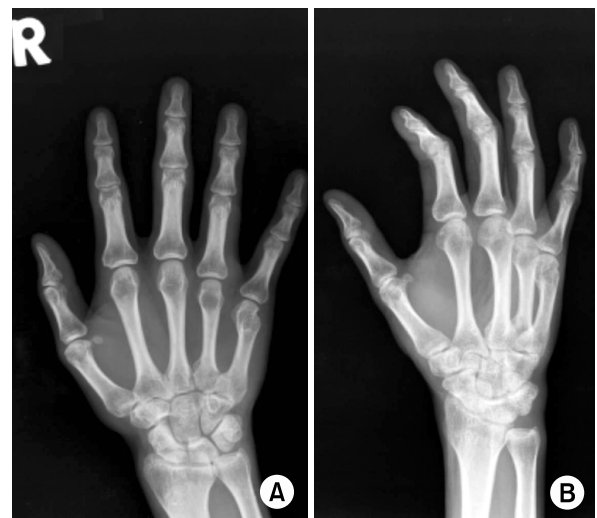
(A) Radiograph anteroposterior and (B) oblique views made 4 weeks postoperatively showing K-wire removal.
